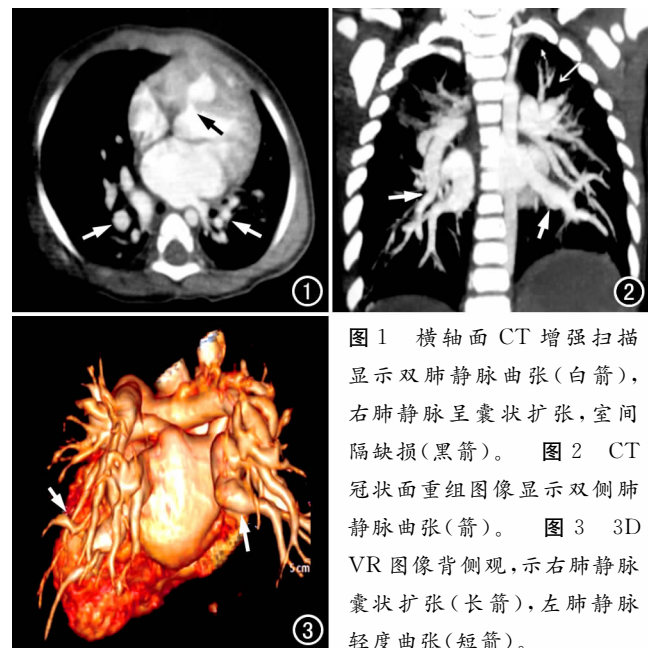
横轴面 CT 增强扫描显示双肺静脉曲张(白箭), 右肺静脉呈囊状扩张, 室间隔缺损(黑箭)。图 2 CT 冠状面重组图像显示双侧肺静脉曲张(箭)。图 3 3D VR 图像背侧观, 示右肺静脉囊状扩张(长箭), 左肺静脉轻度曲张(短箭)。
